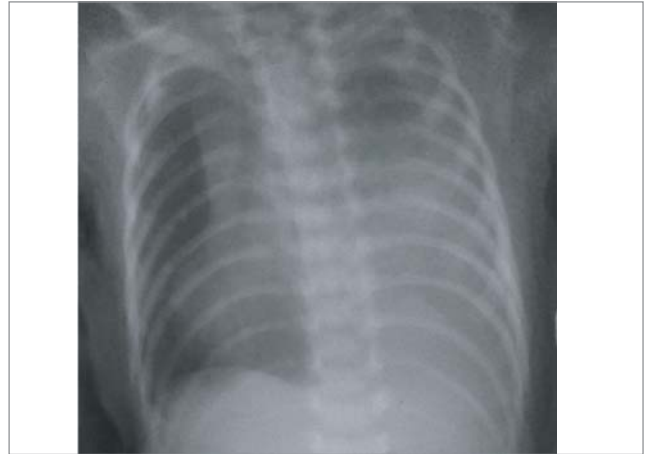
Рентгенограма органів грудної клітки дитини Д. на етапах лікування, лівобічний хілоторакс
